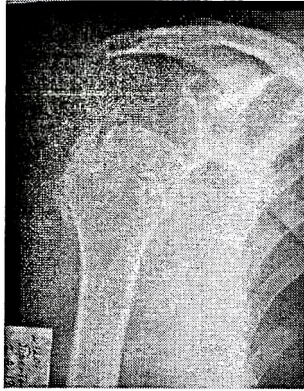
Рентгенограмма плечевого сустава с чрезкостным повреждением манжеты. Костный фрагмент (стрелка) большого бугорка, дефект плечевой кости (двойная стрелка).
